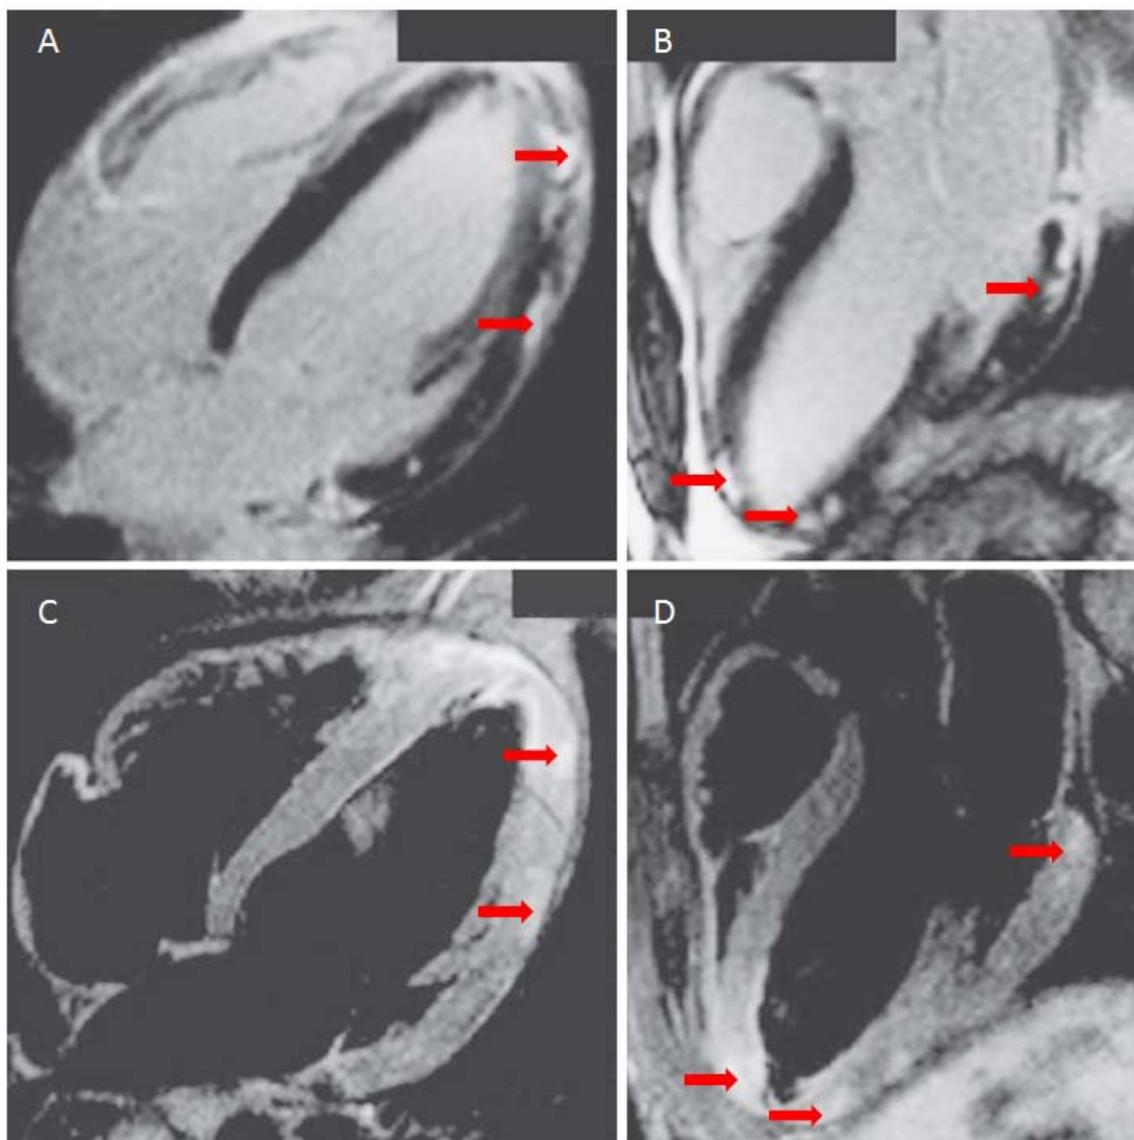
Imagem de Ressonância Magnética com Contraste do coração de um doente de 24 anos com miocardite aguda. A ressonância magnética cardíaca tem sido cada vez mais usada para guiar a biópsia endomiocárdica, com detalhes adicionais evidenciados com gadolínio (painel A, setas), com uma visão das quatro cavidades (painel B, setas) e numa visão de 3 cavidades em ponderação T2 (painéis C e D, setas). (Cooper, LT: Myocarditis. N Engl J Med 2009;360:1526-38.)
